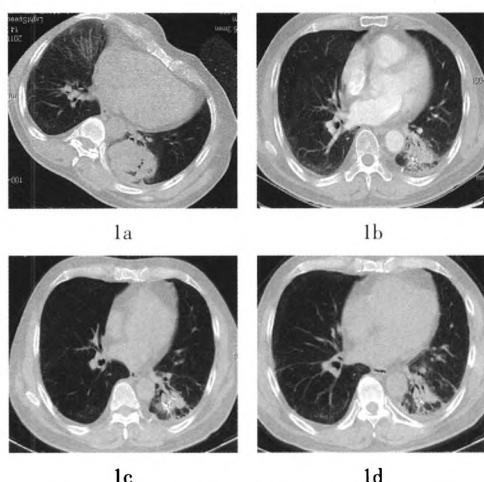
患者男性, 66岁, 左肺鳞癌,  $^{125}\text{I}$  粒子植入治疗前后 CT 图像对比。图中, 1a: 治疗前; 1b: 治疗后3个月, 1c: 治疗后6个月, 1d: 治疗后1年, 部分缓解。
